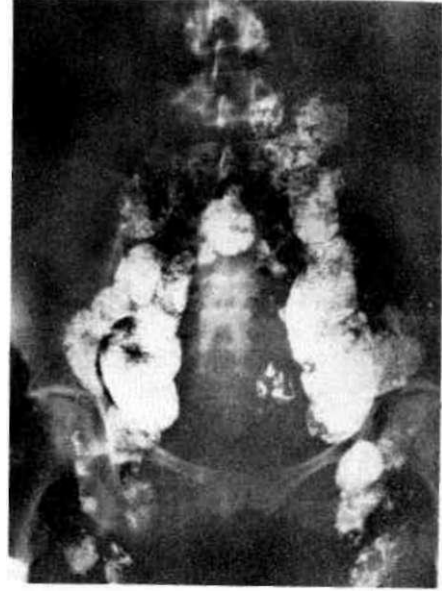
Şekil — 1 : Lenfadenografide normal inguinal, dış ve iç iliak lenf nodüllerinin görünümü. Değişik büyüklükte, kenarları düzenli ve homojen opaklaşma gösteren ve yalnız hiluslarında küçük ve düzenli doluş defekti bulunan nodüller.
